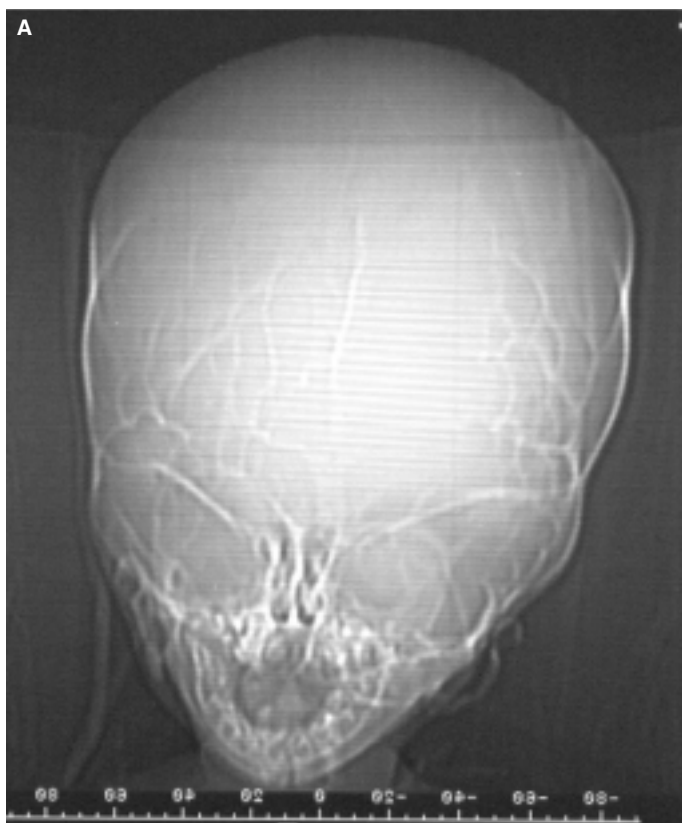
Топограмма (А) и компьютерная томограмма (Б) ребенка 12 дней. Диагноз: врожденная гидроанэнцефалия. Форма черепа изменена, кости переднего отдела свода черепа истончены. Вещество мозга больших полушарий практически отсутствует.
